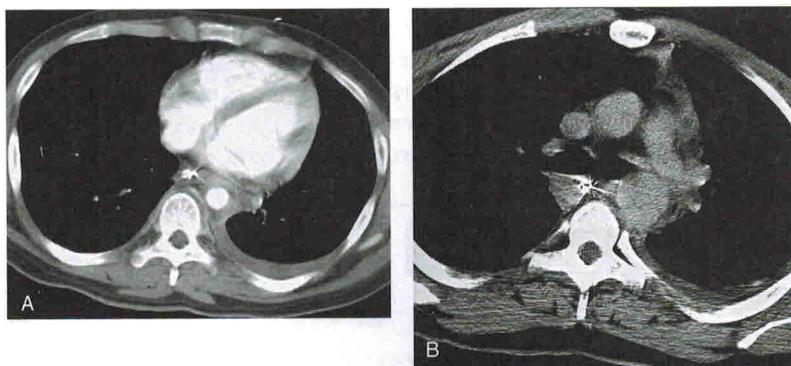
Неожиданный разрыв аорты, проявляющийся гематомой вокруг нисходящего отдела грудной аорты на КТ брюшной полости. A. На первом КТ-снимке брюшной полости по поводу травмы наблюдаются левосторонний гемоторакс и периаортальная гематома. B. Рентгенолог дополнил исследование неконтрастными снимками грудной клетки, которые показали наличие локального выпячивания задней стенки проксимальной части нисходящего отдела грудной аорты. Отметьте патологическое увеличение диаметра нисходящего отдела грудной аорты, что делает его шире диаметра восходящего. На ангиограмме подтвердился разрыв аорты, больной был успешно прооперирован
